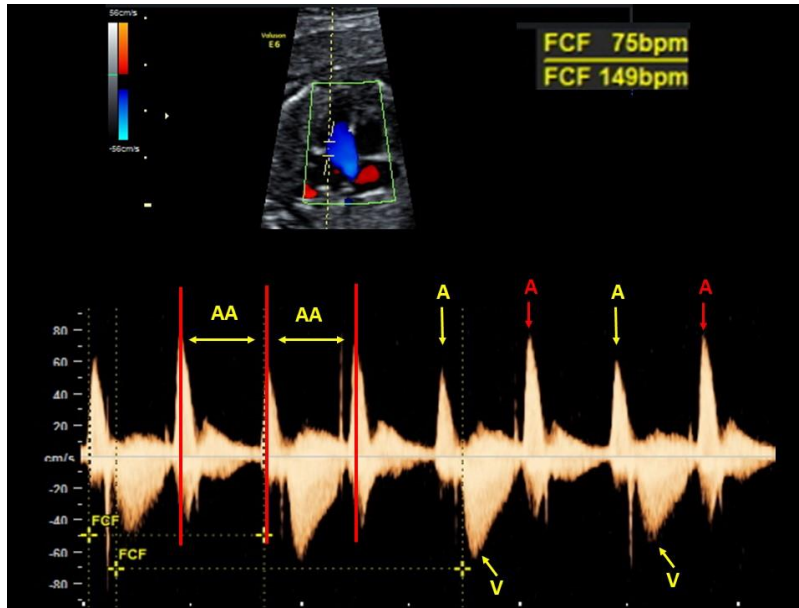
BAV grado II. Doppler pulsado mitro-aórtico donde se observa un ritmo auricular regular (intervalo AA constante) con conducción de uno de cada dos latidos auriculares (A) al ventrículo (V) originando una relación AV 2:1 con una frecuencia ventricular baja (la mitad de la frecuencia auricular).
